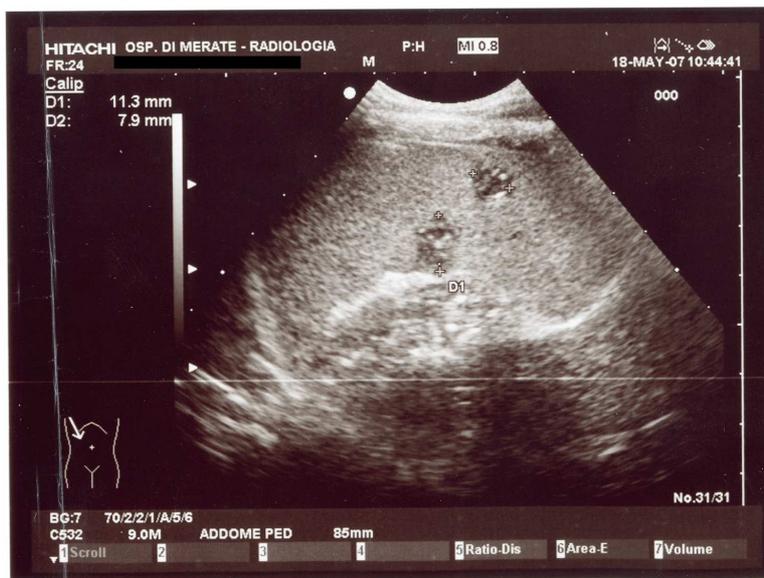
Ecografia addome; in particolare nel parenchima del parenchima splenico sono ancora riconoscibili tre piccole lesioni rotondeggianti del diametro di 11, 8 e 6 mm rispettivamente.
